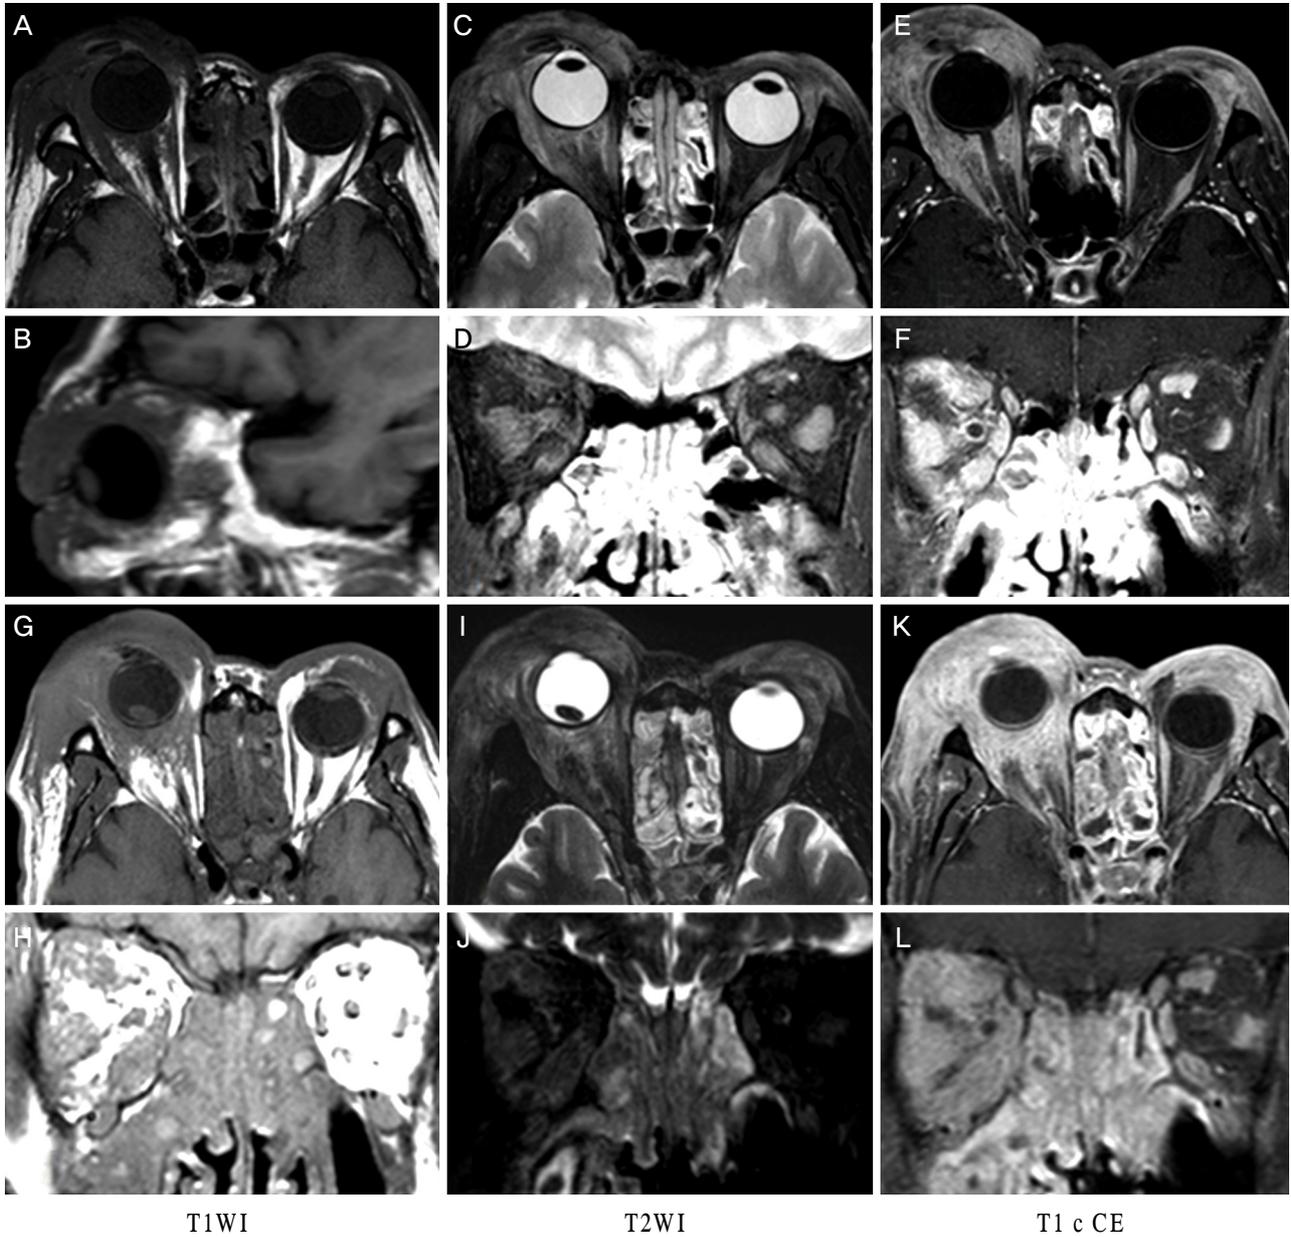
Orbit magnetic resonance imaging taken 2 years ago demonstrates ill-defined bilateral infiltrative orbital mass extending to lid, lacrimal gland, anterior orbit, nasal cavity, and sinuses. Mass infiltrates posterior orbit and extraocular muscles of right eye. Mass shows low signal intensity on T1-weighted images (T1WI) (A, B), heterogeneous high signal intensity on T2-weighted images (T2WI) (C, D), and strong enhancement by gadolinium contrast medium (T1 c CE) (E, F). Crystalline lens is not dislocated. After 2 years, orbital mass enlarges and infiltrates entire orbit (G-L). Exophthalmos progressed. Right orbital mass extends to orbital apex and enlargement of extraocular muscles is aggravated. Crystalline lens is dislocated into the vitreous cavity.
